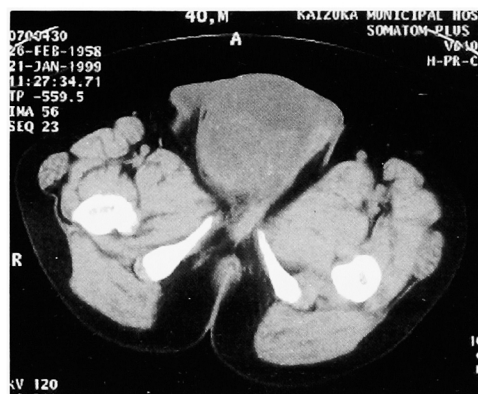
Computed tomogram shows right scrotal mass.
